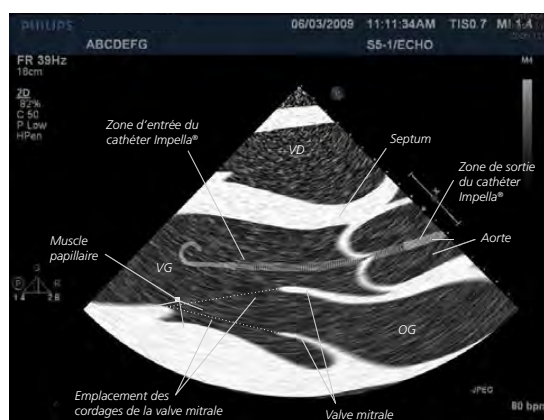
Échocardiographie transthoracique (ETT) du cathéter Impella
